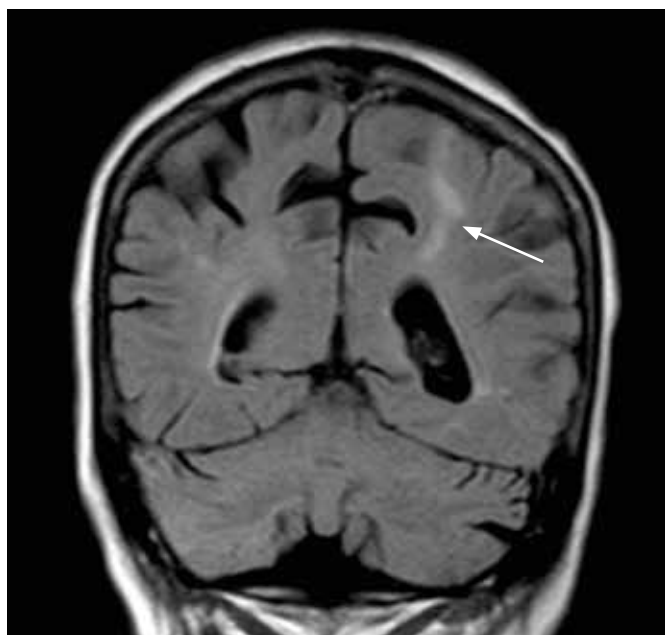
Imagem da RM-CE de controle efectuada um ano após o diagnóstico de abscessos cerebrais, em corte frontal e nível sobreponível ao da figura 1. É possível visualizar o tecido cicatricial – seta.
